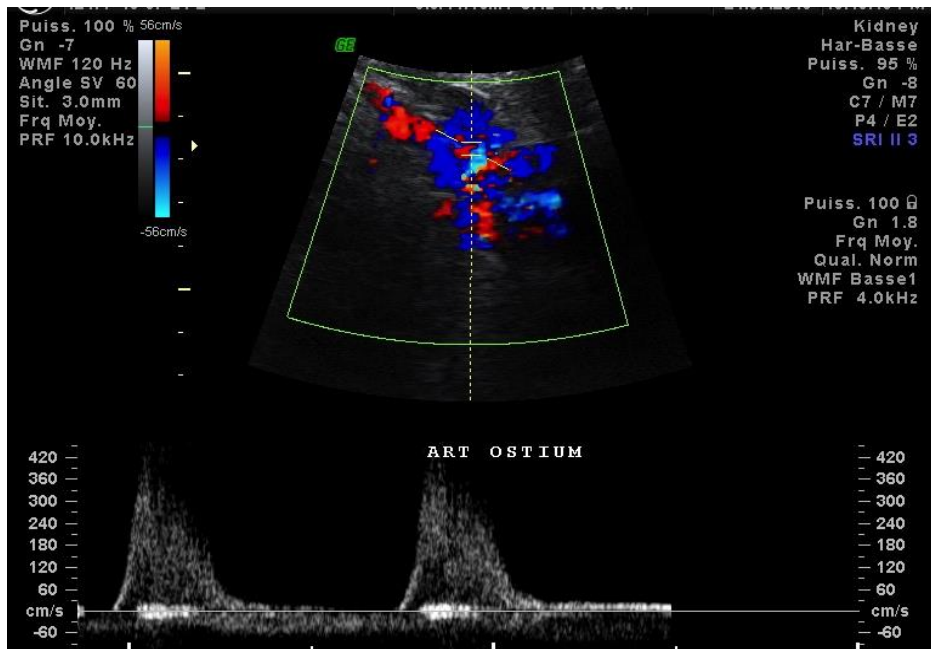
Échographie de l'artère du greffon couplée au Doppler couleur et pulsé: Artéfact périvasculaire avec des vitesses systoliques maximales élevées au niveau de l'ostium de l'artère rénale.
